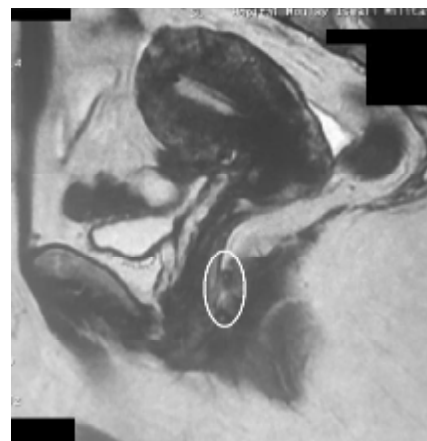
IRM pelvienne avec une localisation
